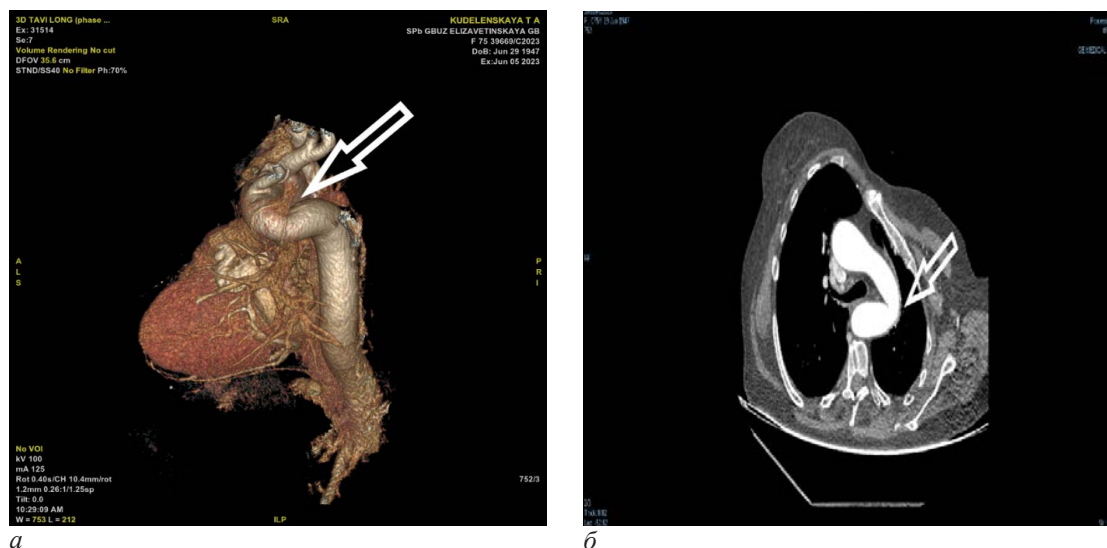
Компьютерная томография аорты с контрастированием. 3D-конструкция. а – компьютерная томография аорты с контрастированием, сагиттальный срез; б – S-образный ход нисходящего отдела грудной аорты, левосторонняя ангуляция перешейка аорты с умеренным сужением просвета на высоте изгиба
